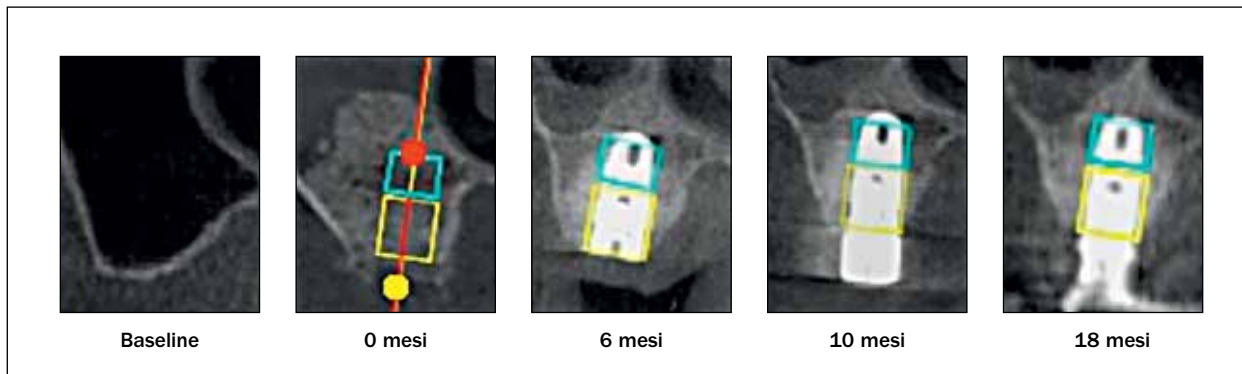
Immagini rappresentative delle densitometrie CBCT in uno dei 22 pazienti dal rialzo del seno (0 mesi) a 1 anno dopo il posizionamento dell'impianto (18 mesi dopo la procedura di rialzo del seno).
